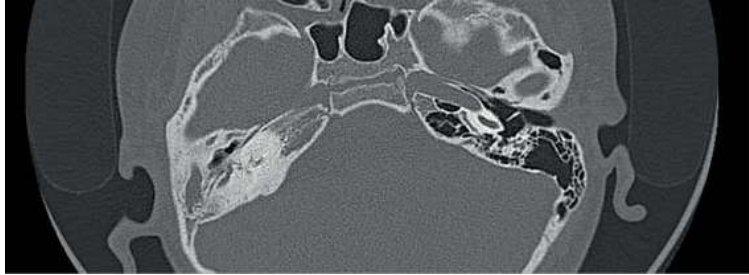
Tomografía simple de oídos en corte axial observando la importante osificación coclear.
